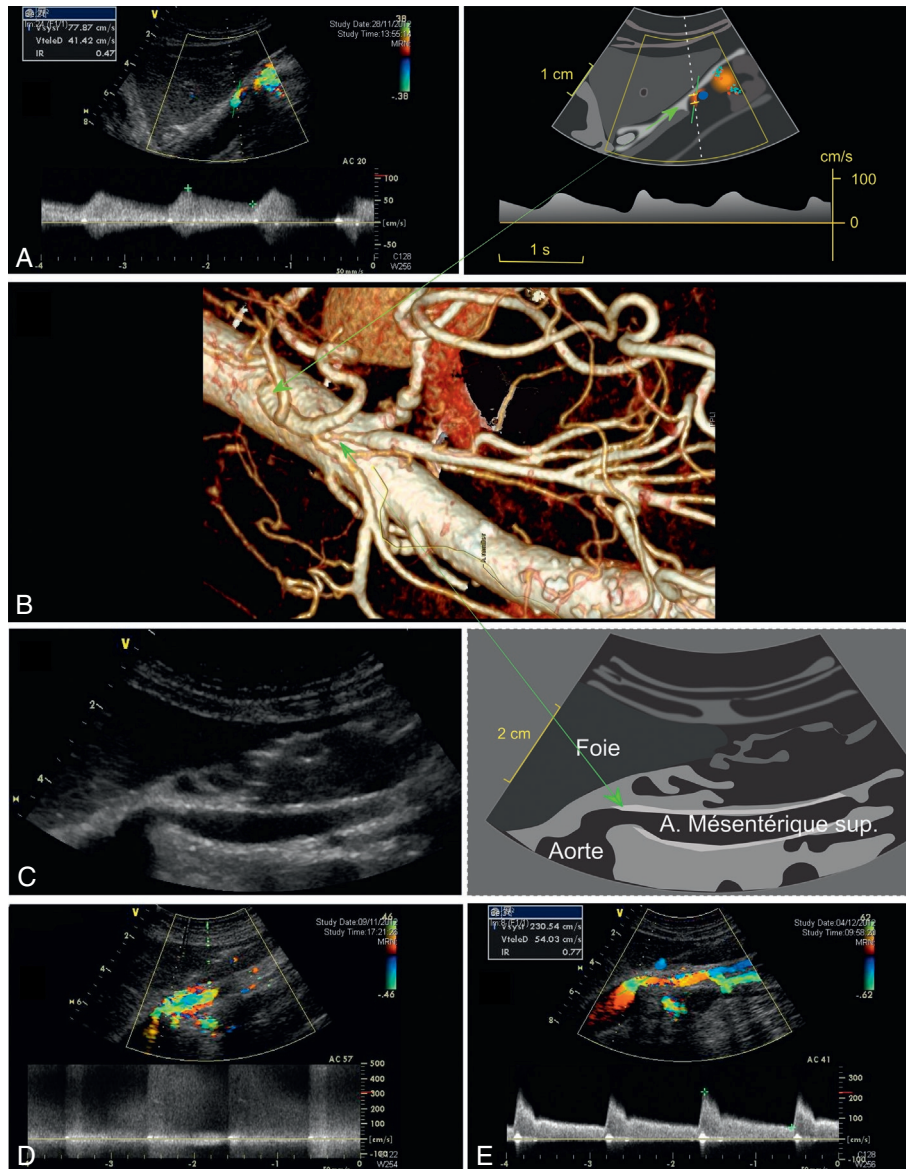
Dysplasies multiples (artère cœliaque, artères rénales, artère mésentérique supérieure). Avec occlusion ostiale de l'artère cœliaque (A) non clairement visible sur l'angioscanner (B), et réinjection collatérale immédiate, donnant un tracé Doppler de modulation amortie (A), et sténose de la partie initiale de l'artère mésentérique (C), elle-même impliquée dans la circulation collatérale et présentant un tracé Doppler marqué par d'importantes turbulences (D). Bon résultat de l'angioplastie de l'artère mésentérique supérieure (E).
